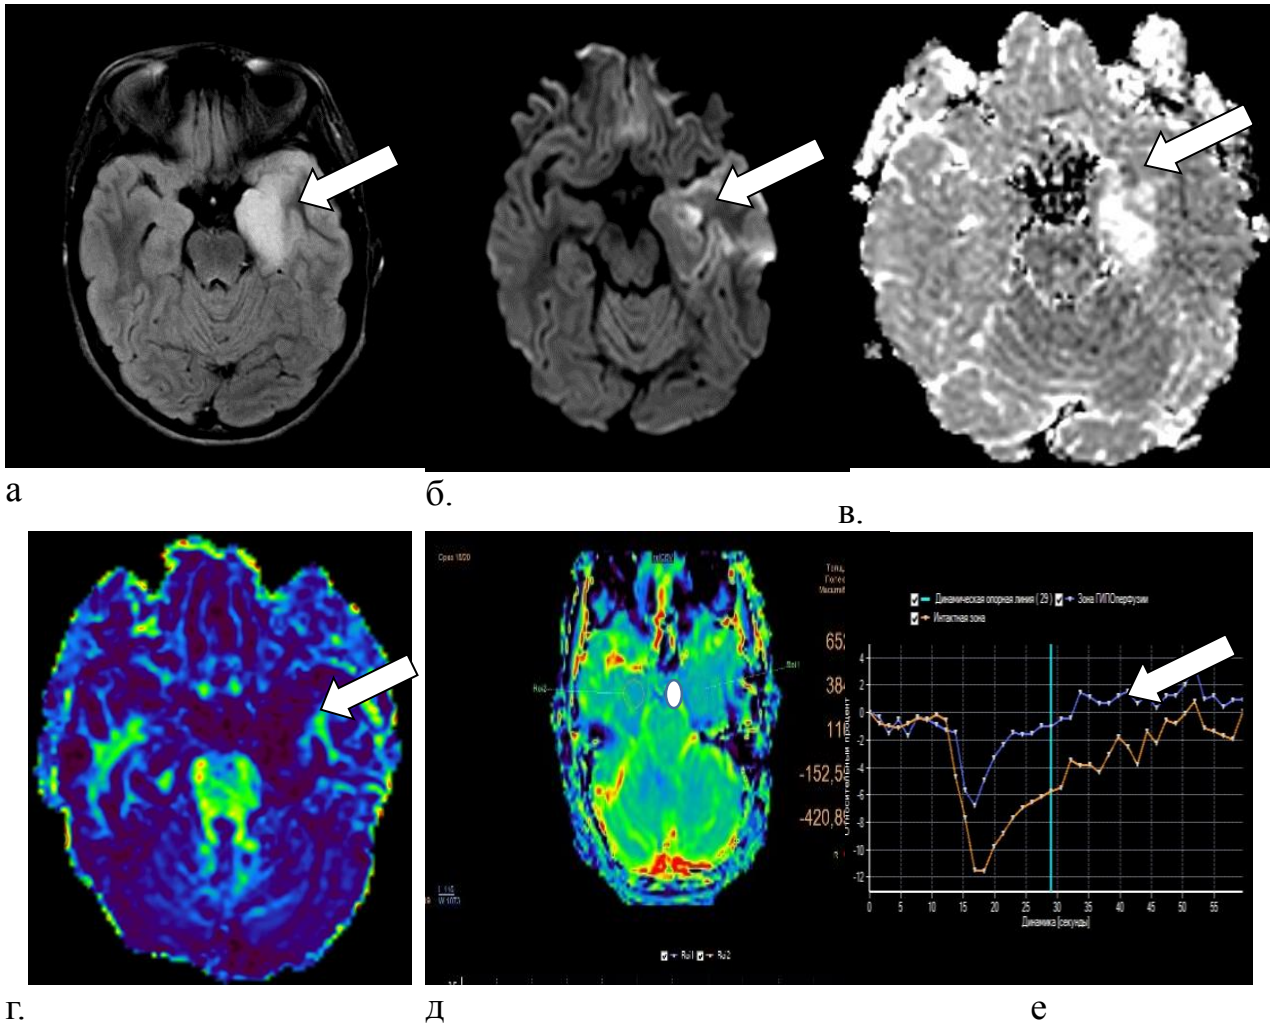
Клинический пример, Г-ая О.М., возраст 14 лет. Диагноз: ВЭ, вызванный ВПГ 1 и 2 типа, № и/б 271976/2020. При исследовании в острый период заболевания при мпМРТ визуализируется зона структурных изменений в медиальном отделе левой височной доли с поражением серого и белого вещества в виде повышения МР-сигнала на T2-FLAIR и на ДВИ  $b=1000$  с/мм<sup>2</sup> в аксиальной плоскости (сплошная стрелка на а и б), с неоднородным повышением ИКД за счет вазогенного отека и участком сниженного коэффициента диффузии на ИКД-карте до  $0,56 \times 10^{-3}$  мм<sup>2</sup>/с в центре очага за счет формирующегося цитотоксического отека (сплошная стрелка, в); определяется снижение показателей фракционной анизотропии при выполнении ДТИ до 0,08 (сплошная стрелка, г) и снижение скорости (relCBF) и объема (relCBV) кровотока при проведении контрастной T2\*-перфузии (д – область измерения перфузии в очаге поражения (белая точка), е – графики прохождения контрастного препарата в очаге поражения в сопоставлении с противоположной стороной (сплошная стрелка)
